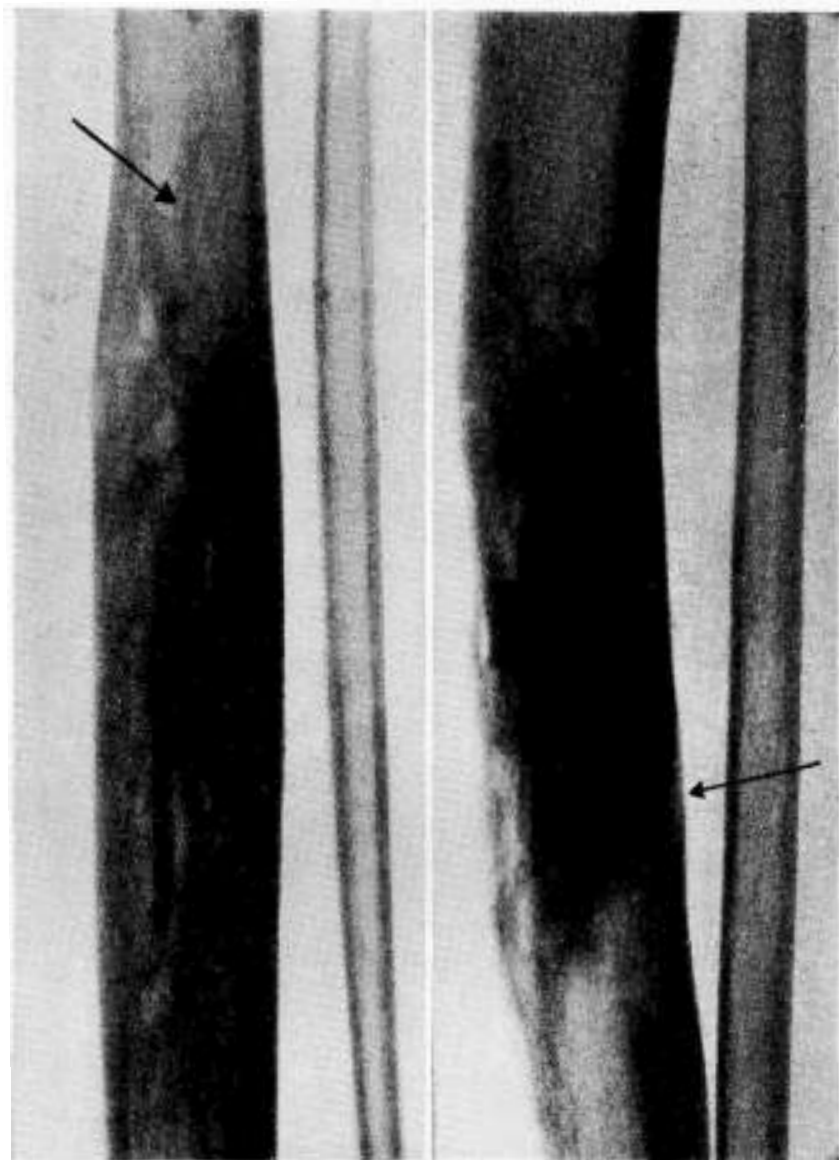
Radiografía a los 7 meses de la operación. Las flechas indican dos sitios con imágenes esteolíticas, lo que indicaría que el tumor no ha sido vaciado completamente.
